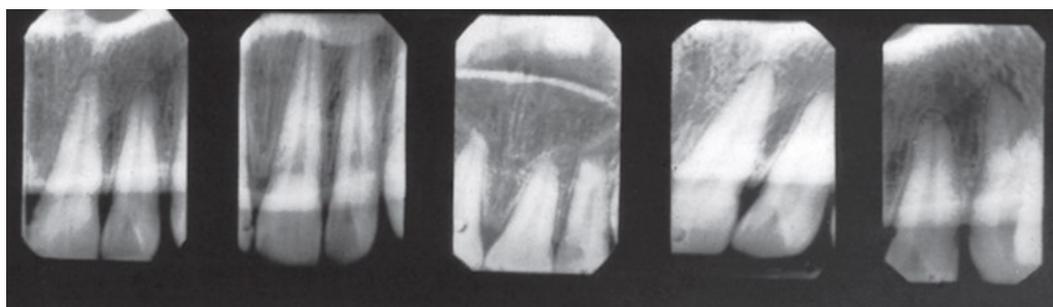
(a) Pada radiograf di atas dapat terlihat adanya perbedaan gambaran pada objek, (b) terlihat gambaran anatomi jaringan yang berbeda dari tulang, pulpa hingga tambalan¹¹
